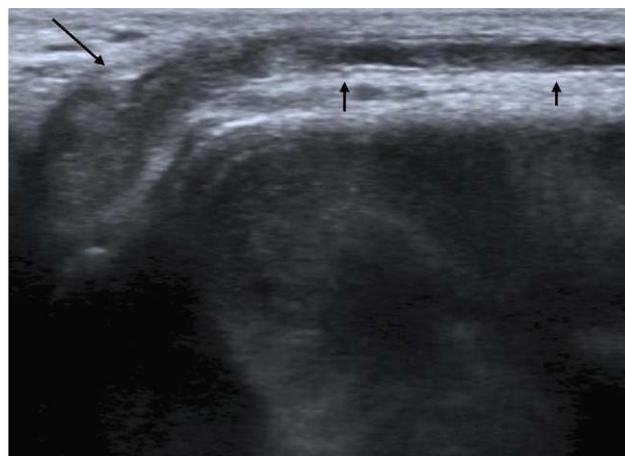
Ecografía doppler peneana (modo B, corte longitudinal). Trombosis de la vena dorsal del pene (flechas). Modo B: corte longitudinal.
